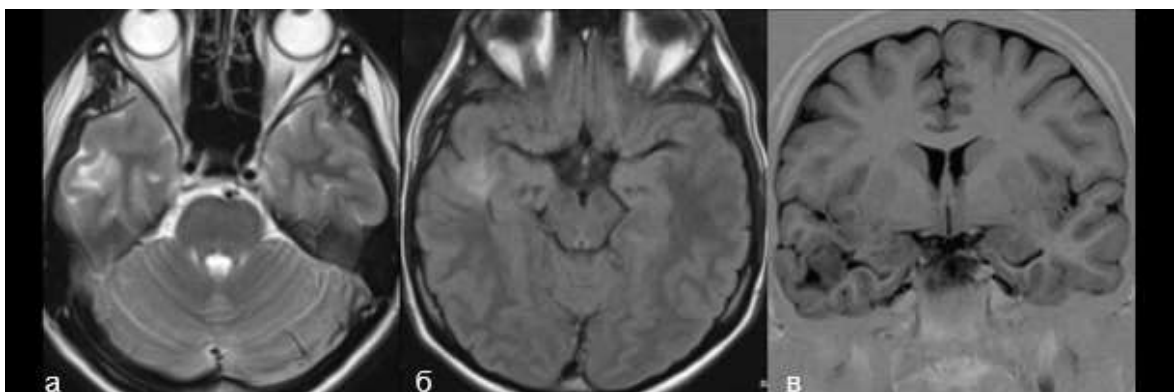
Пациент С. результаты рутинной МРТ в 26-летнем возрасте. На протяжении 10 лет динамического наблюдения, не отмечается прогрессии внутримозгового патологического субстрата в правой височной доле (а, б, в)
